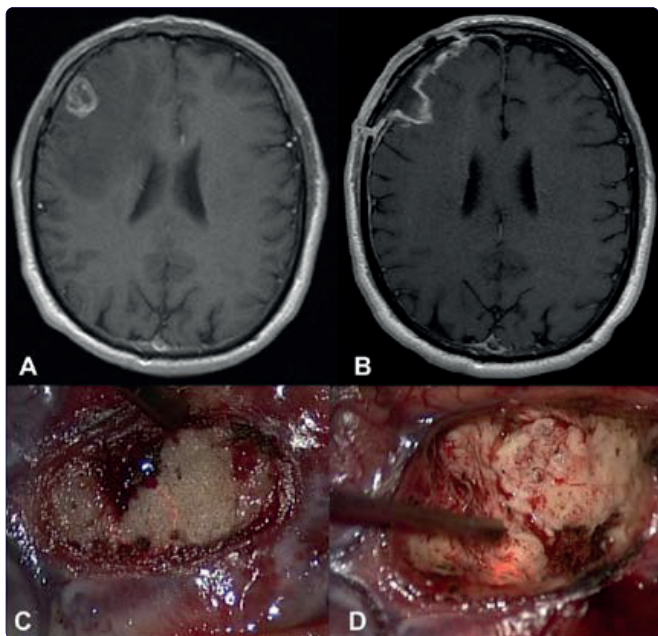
Снимки МРТ с осевой нагрузкой до (А) и после операции (В). Снимки до операции, иллюстрирующие область кортикотомии (С) и поэтапное удаление поражения (D).
